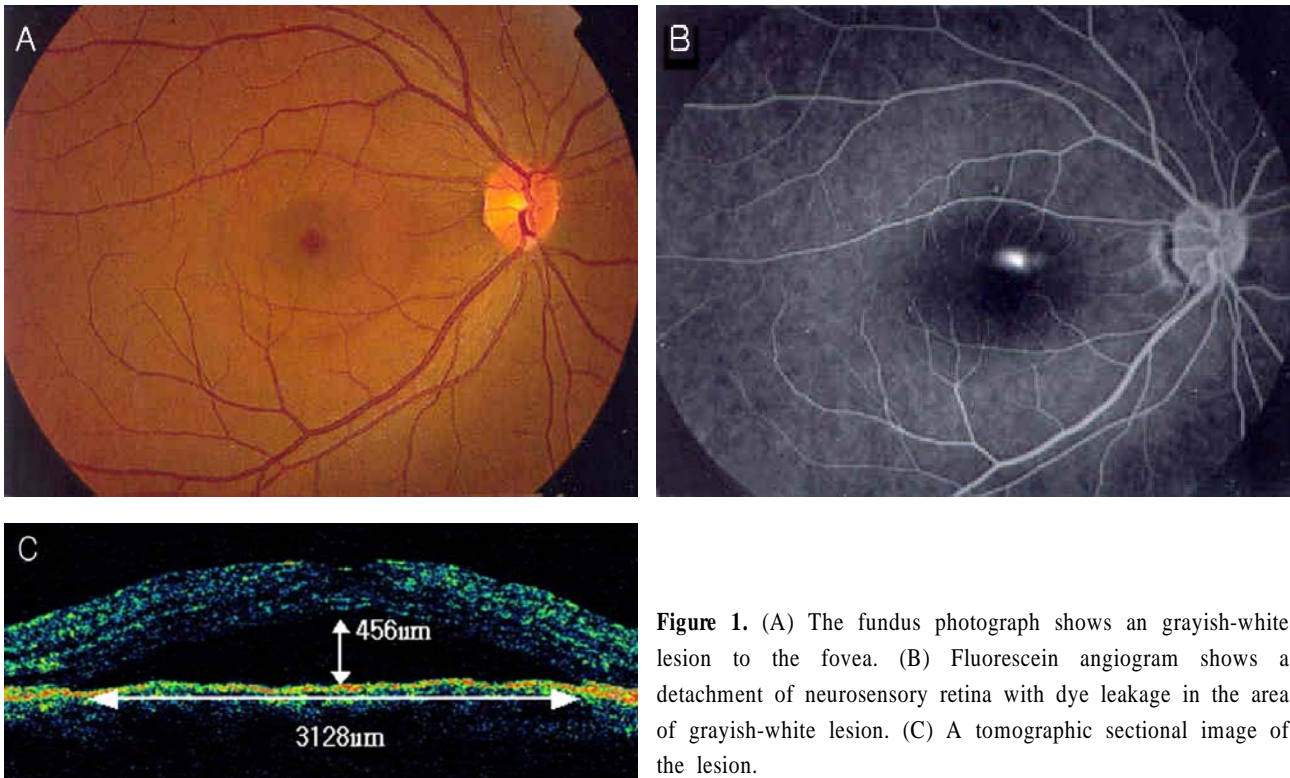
(A) The fundus photograph shows an grayish-white lesion to the fovea. (B) Fluorescein angiogram shows a detachment of neurosensory retina with dye leakage in the area of grayish-white lesion. (C) A tomographic sectional image of the lesion.
